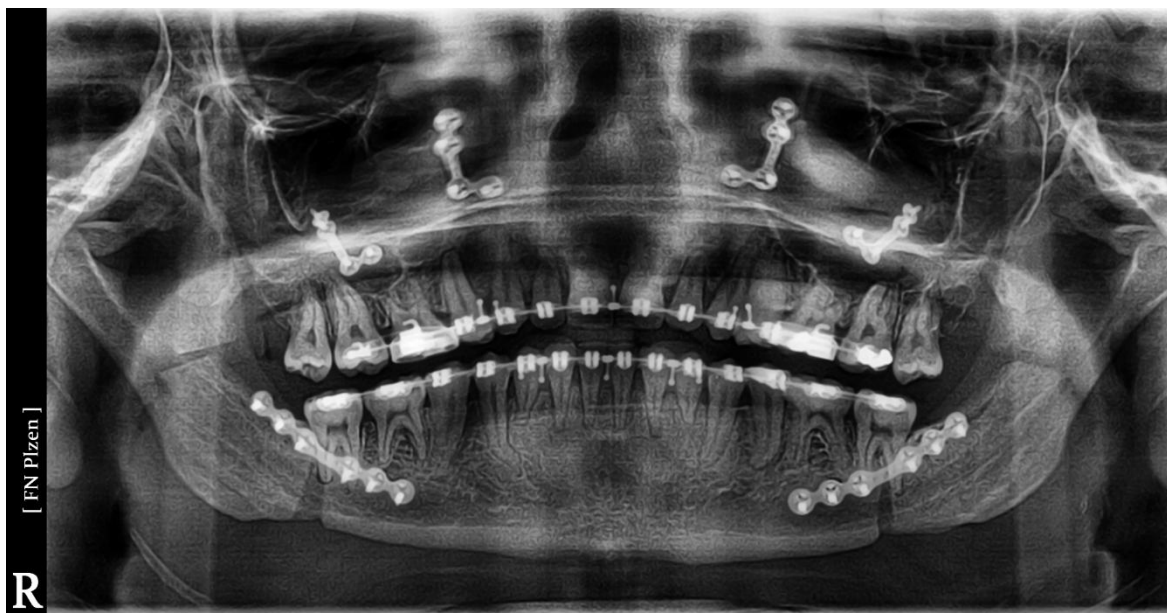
RTG snímek z OPG (březen 2016)
